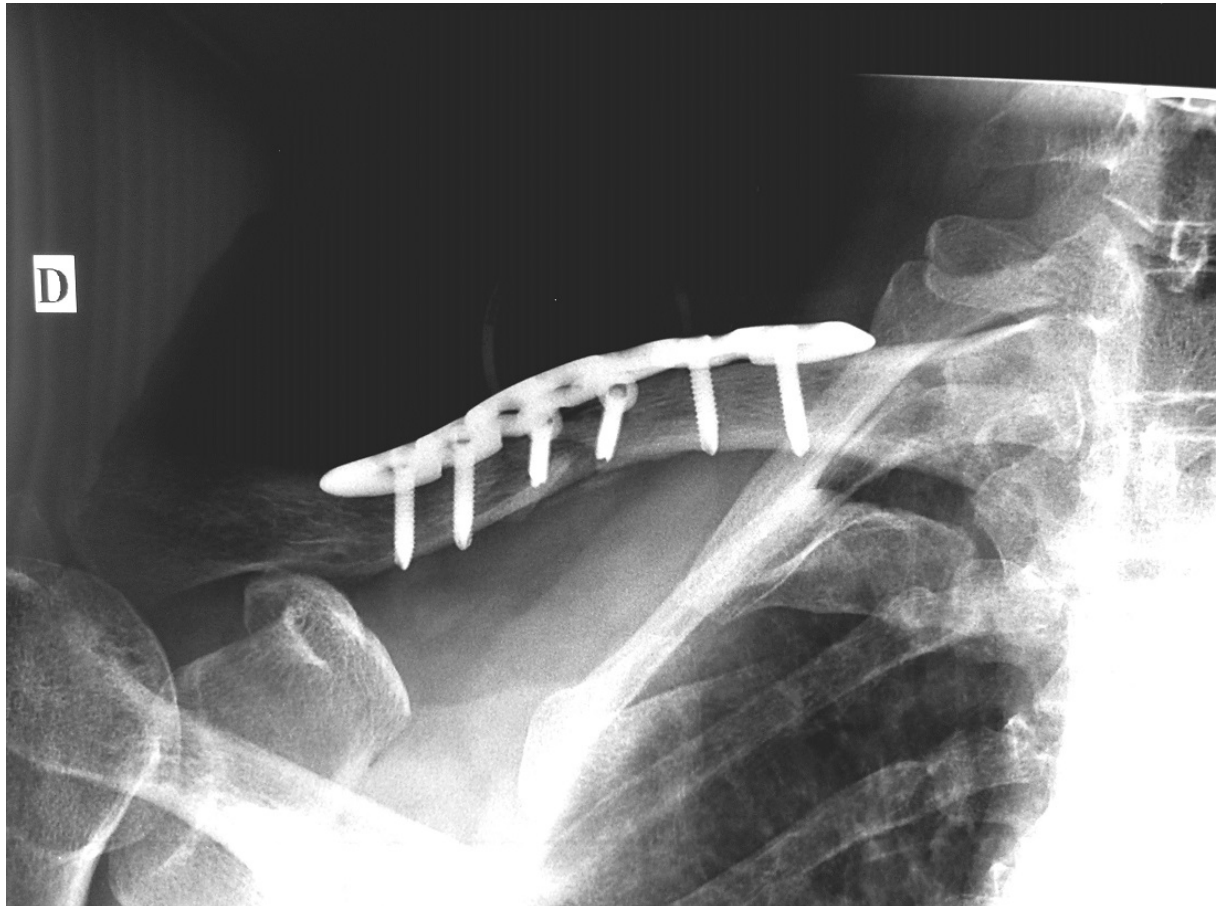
Image radiographique de face d'une consolidation osseuse de la clavicule après 10 semaines.
